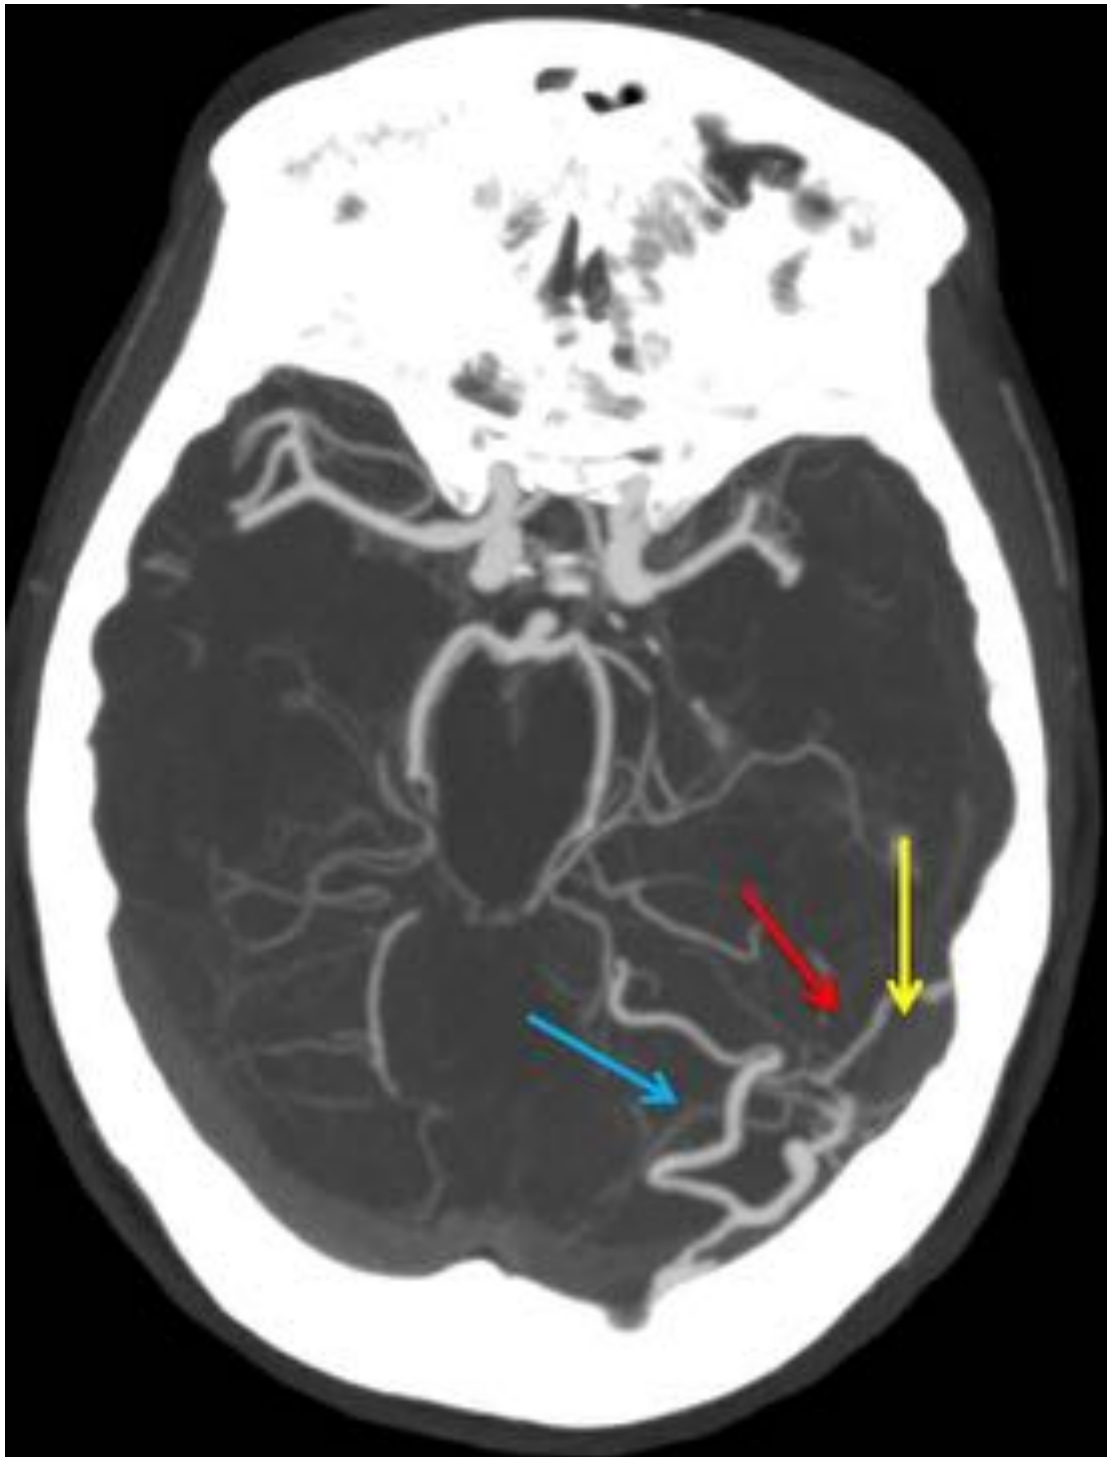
Caso 4. Paciente en coma. En el Angio-TC se identifica como aferencia arterial una rama de la arteria meníngea media izquierda (flecha roja), que se encuentra separada de la calota por el hematoma subdural (flecha amarilla); y como eferencia venosa una vena cortical ectásica temporooccipital izquierda (flecha azul).
